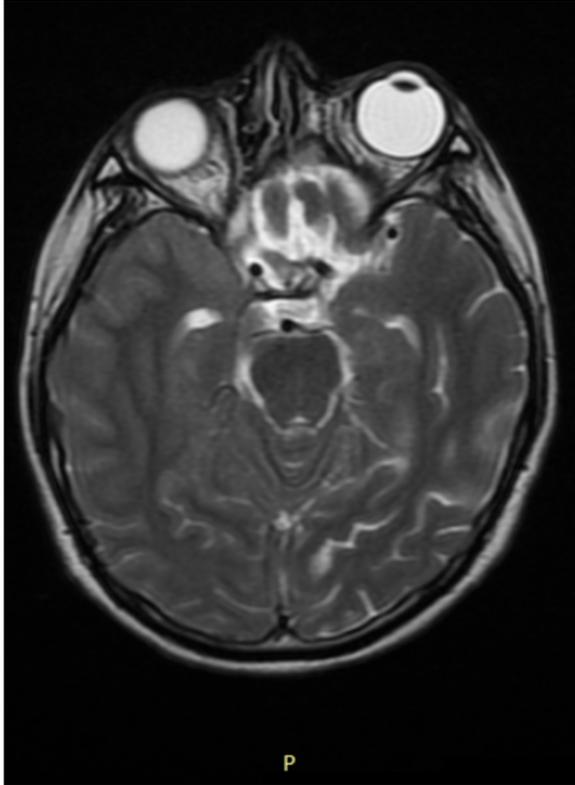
Imagen por Resonancia Magnética axial potenciada en T2. Estado postquirúrgico a nivel de las órbitas donde no hay evidencia de neoplasia conocida.
